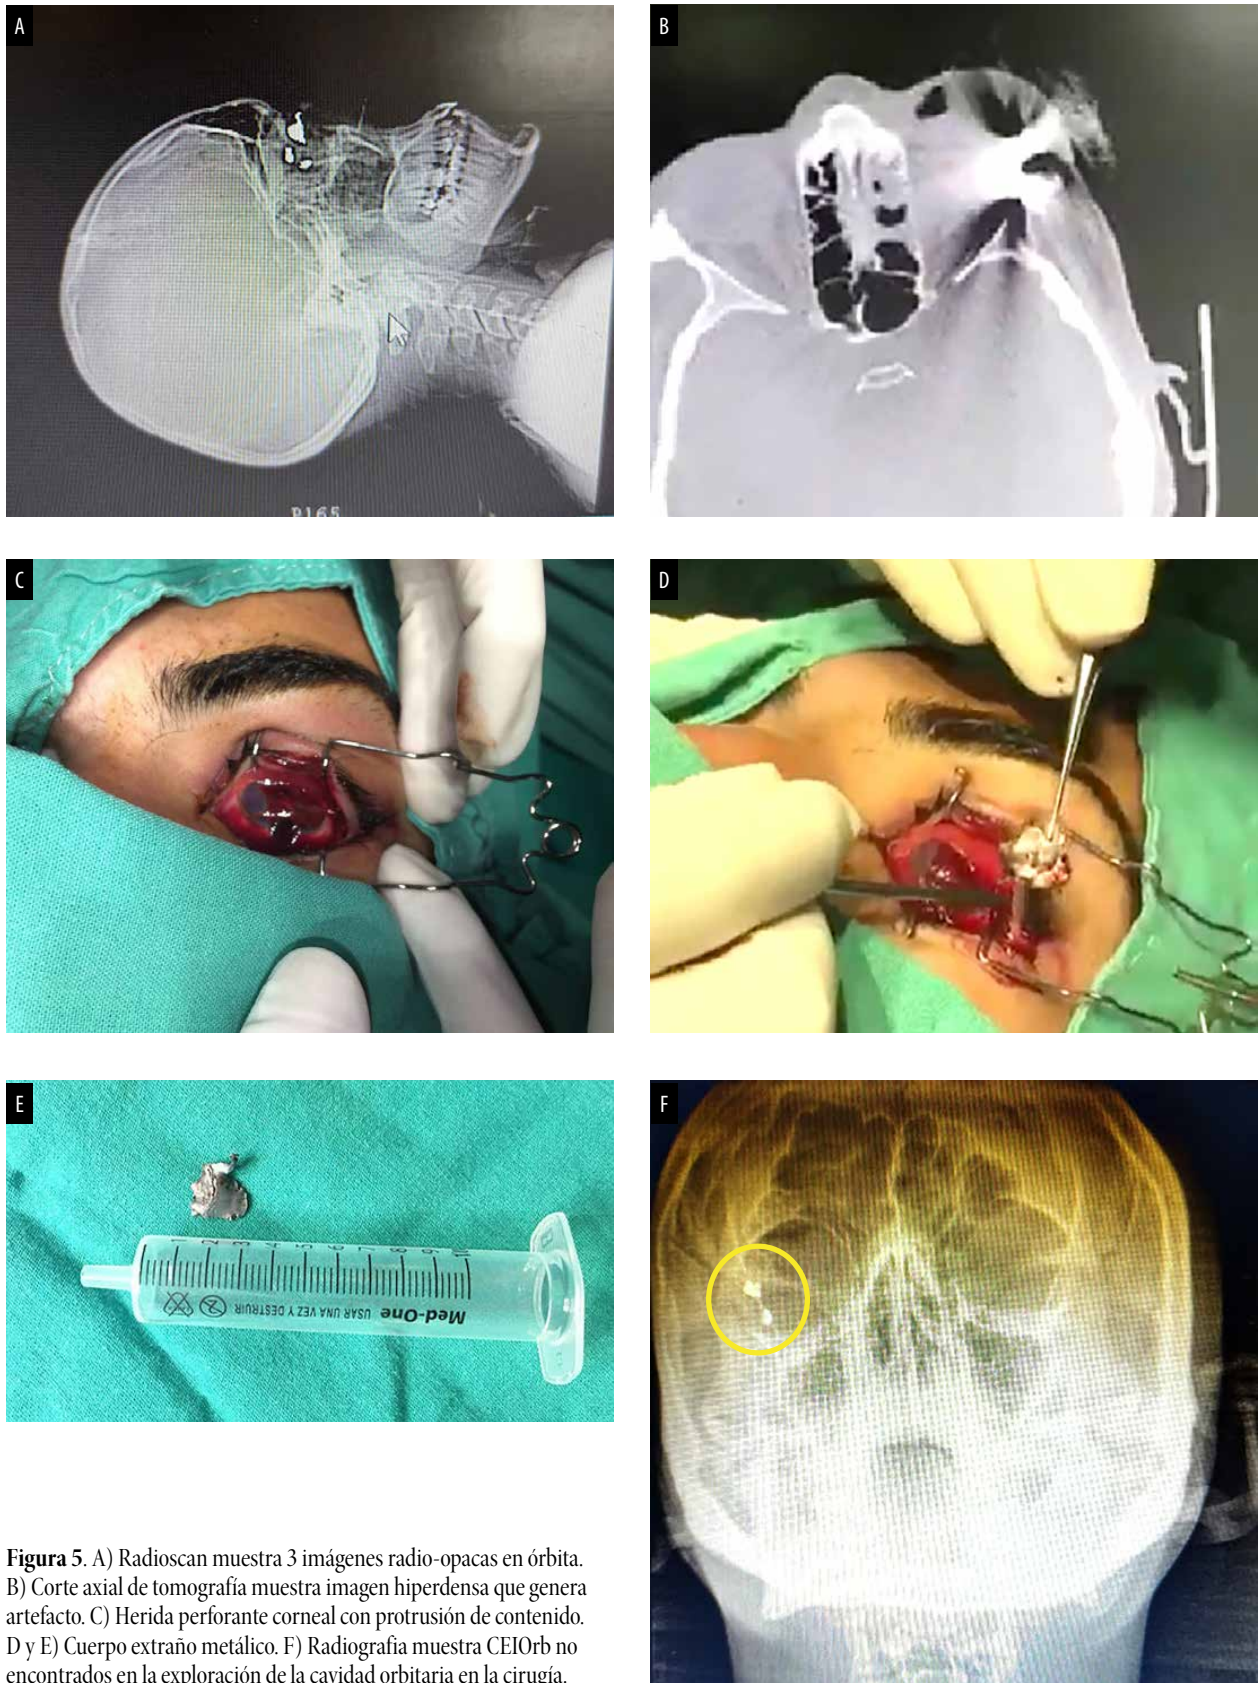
A) Radioscan muestra 3 imágenes radio-opacas en órbita. B) Corte axial de tomografía muestra imagen hiperdensa que genera artefacto. C) Herida perforante corneal con protrusión de contenido. D y E) Cuerpo extraño metálico. F) Radiografía muestra CEIOrb no encontrados en la exploración de la cavidad orbitaria en la cirugía.
